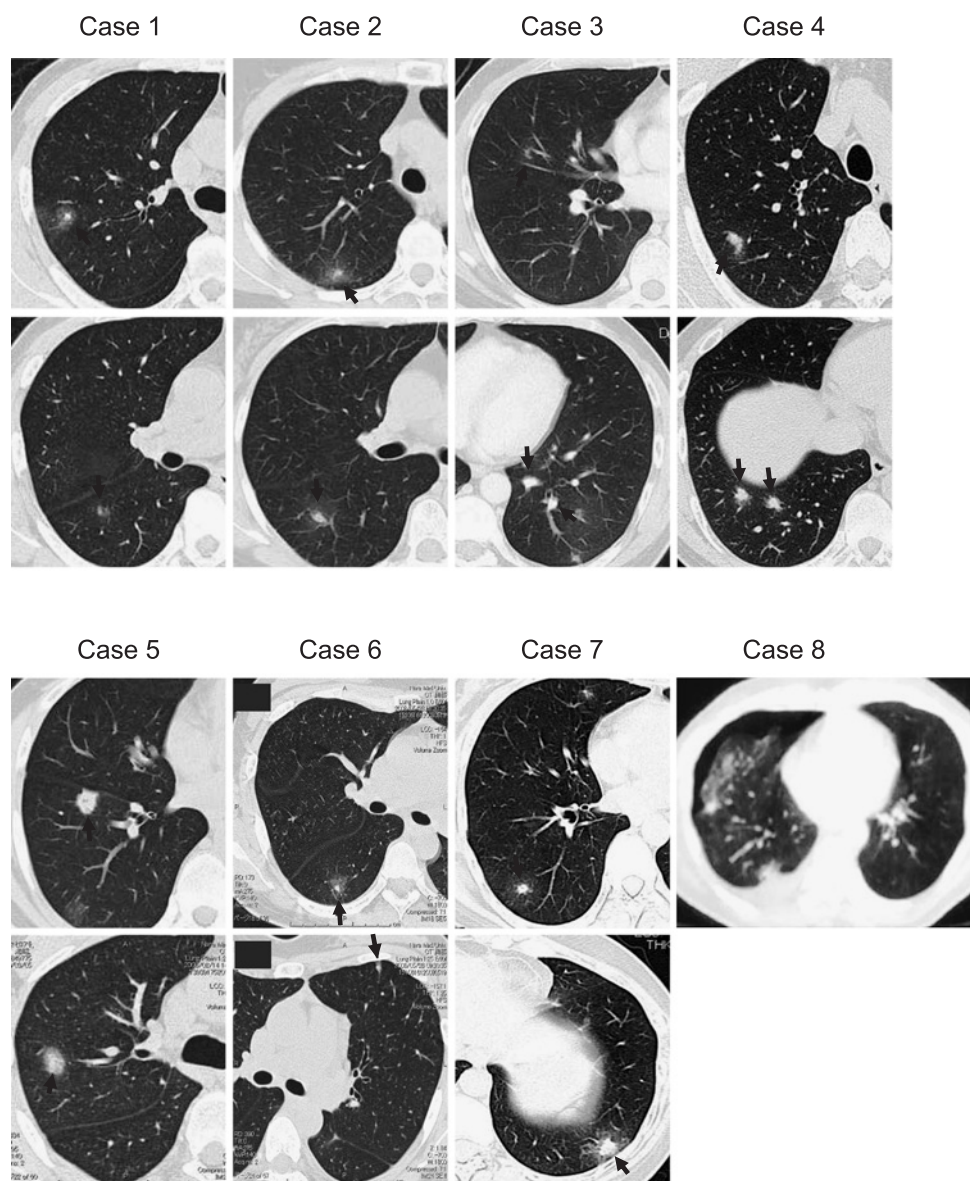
CT images of pulmonary lesions in 8 patients with pulmonary toxocarosis.
